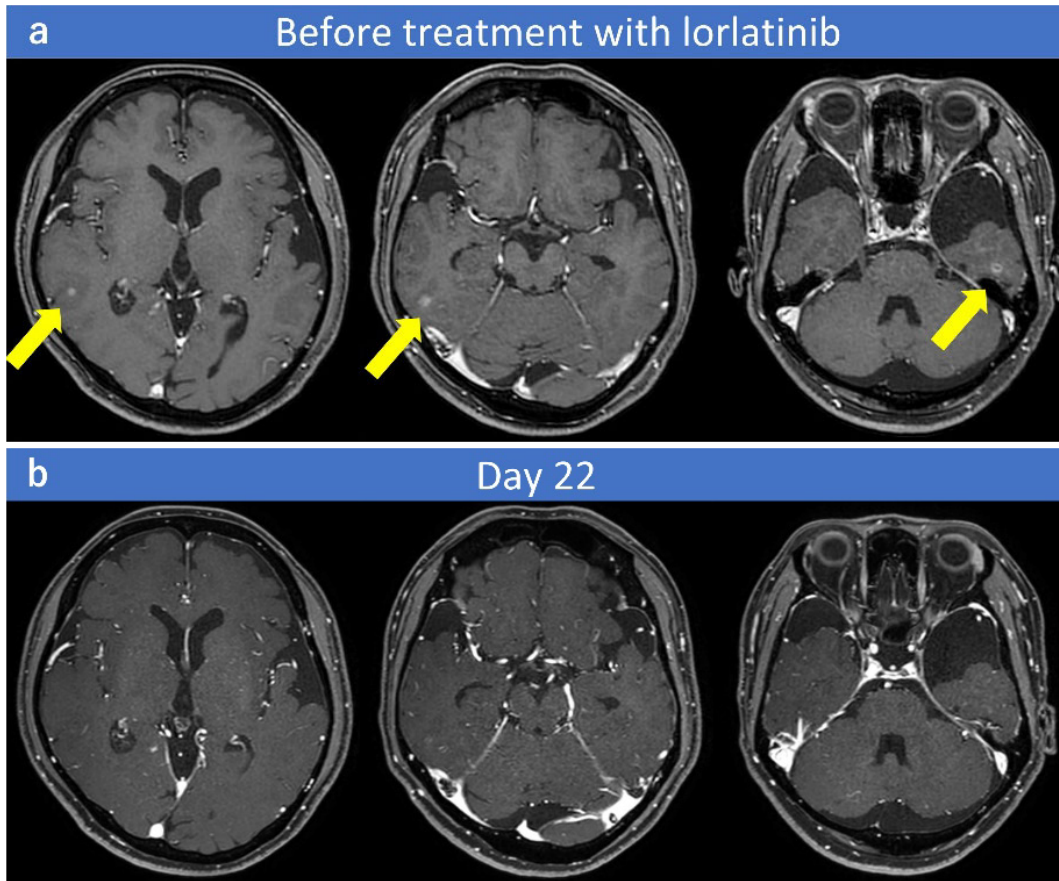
Contrast-enhanced MRI before treatment with lorlatinib shows brain metastases in both temporal lobes (arrows, a). These lesions decreased in size after lorlatinib administration (b).
